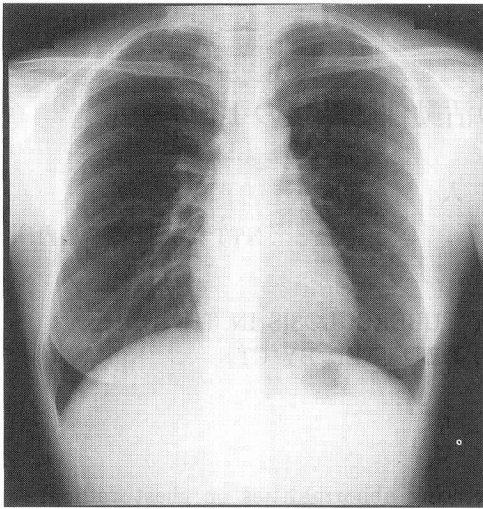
Chest radiograph shows high density nodule in the left upper lung field.
